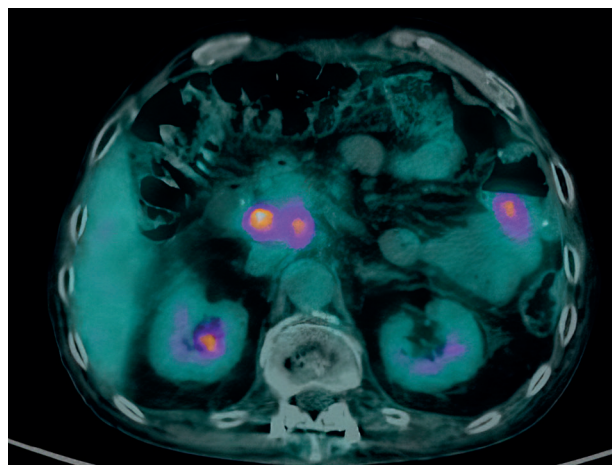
Buona risposta terapeutica alla rivalutazione PET durante FOLFOX (giugno 2018).
